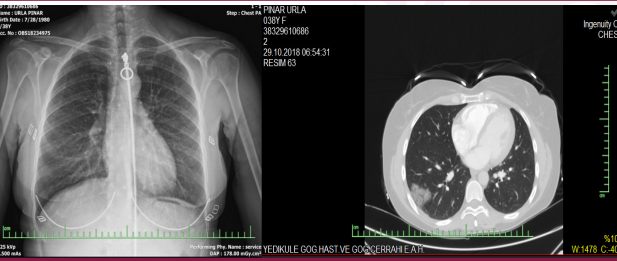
Hemoptizi olan hastada normal sayılabilecek akciğer grafisi
